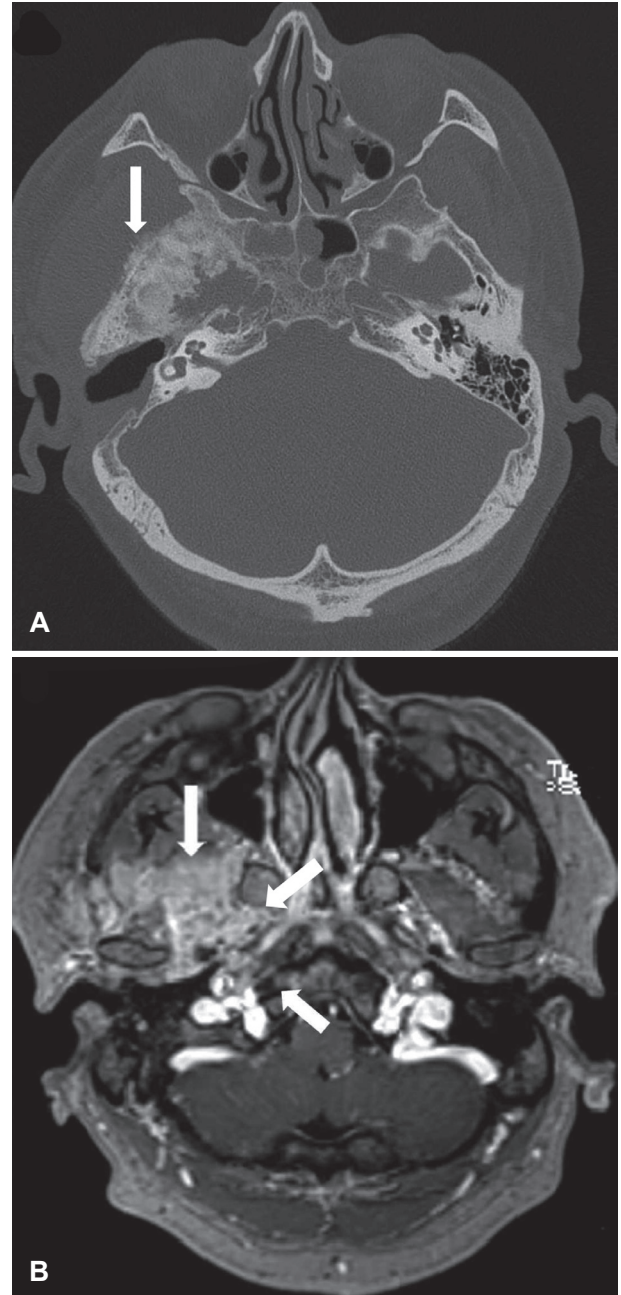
Preoperative images. Preoperative temporal bone CT shows hyperostosis (marked arrow) involving temporal and sphenoid bone probably due to meningioma (A). Preoperative axial view of T1-Gadolinium enhanced MRI shows enhancing lesions (marked arrows) involving right temporal bone, infratemporal fossa, right sphenoid sinus/bone, right Meckel's cave, right masticator space, right orbit, and right middle cranial fossa, suggestive of meningioma (B).
